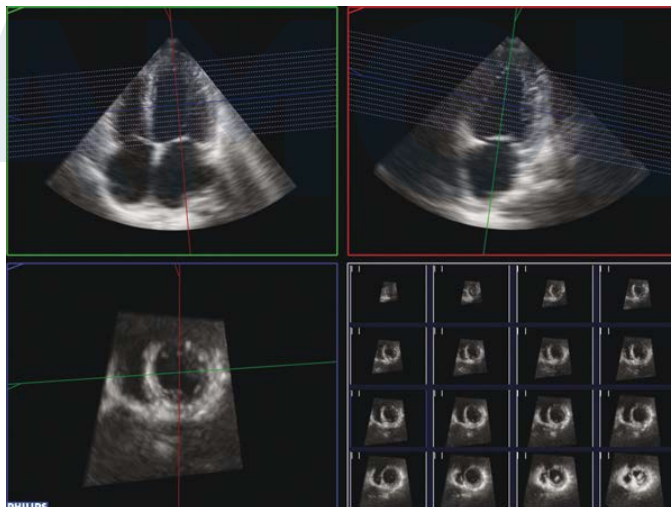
Imagen multipanorámica para la evaluación de la función regional. Ejemplo de una pantalla multipanorámica derivada de un ecocardiograma de estrés 3D de volumen completo. El panel inferior derecho muestra vistas simultáneas del eje corto desde el vértice (*parte superior izquierda*) hasta la base (*parte inferior derecha*) del ventrículo izquierdo. La distancia entre cada imagen de eje corto mostrada de forma adyacente es igual, y las posiciones de estos planos de recorte transversales se muestran como líneas blancas en los cortes coronal y sagital.
